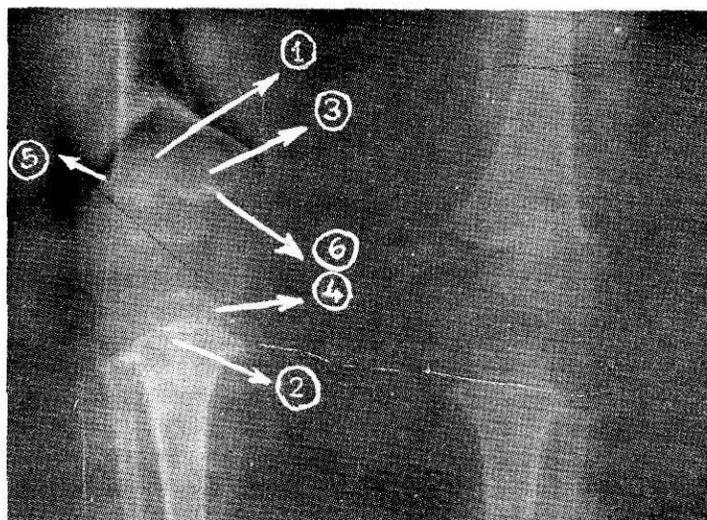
Observación I. Radiografía 2.
